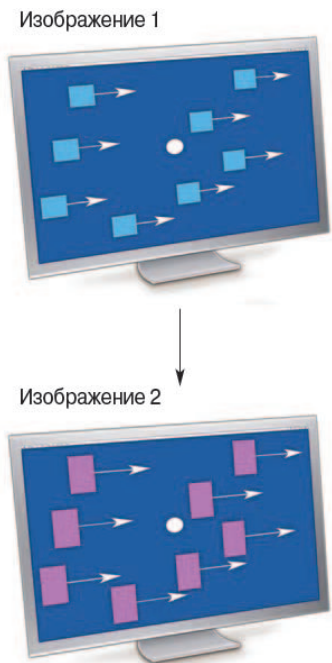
Стимулы “одинаковый–разный”, используемые при ПЭТ-визуализации. Испытуемый видит изображение 1, за которым следует изображение 2. Движущиеся элементы в изображениях 1 и 2 могут различаться по форме, цвету и скорости движения. Испытуемый реагирует, указывая, являются стимулы на двух изображениях одинаковыми или разными
